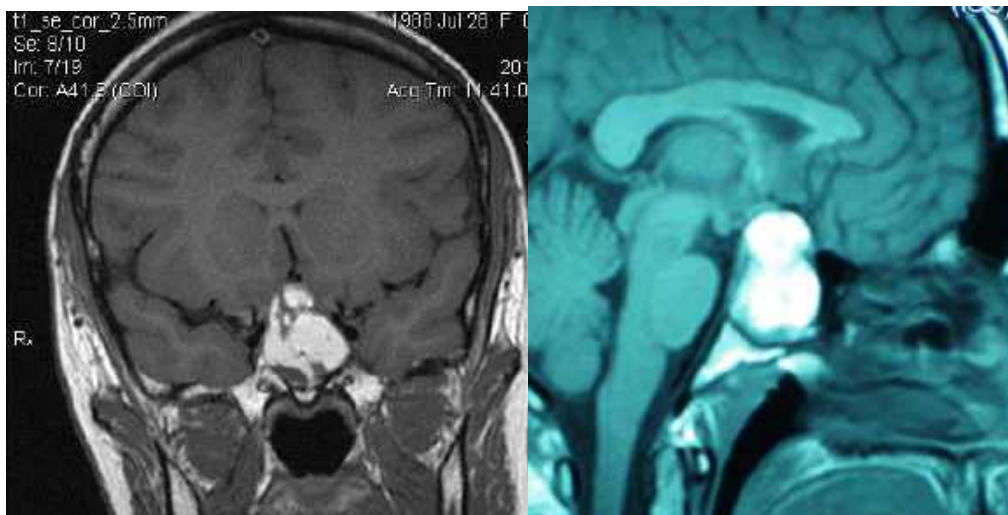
Спостереження №494. Пацієнтка Г-ун, 29 років (історія хвороби №152363). МРТ ГМ з контрастом. ГНАГ, що містить кальцинати.
